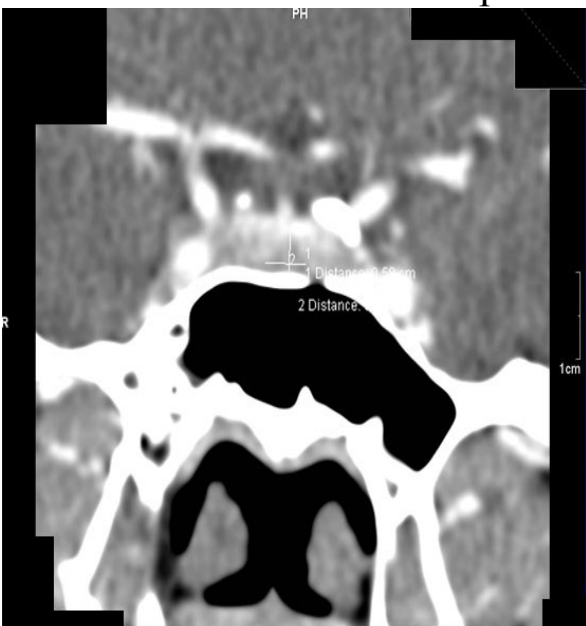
Computer tomografie la 12 ani de la hipofizectomia transfrontală selectivă a mezo- somatotropinomului.
